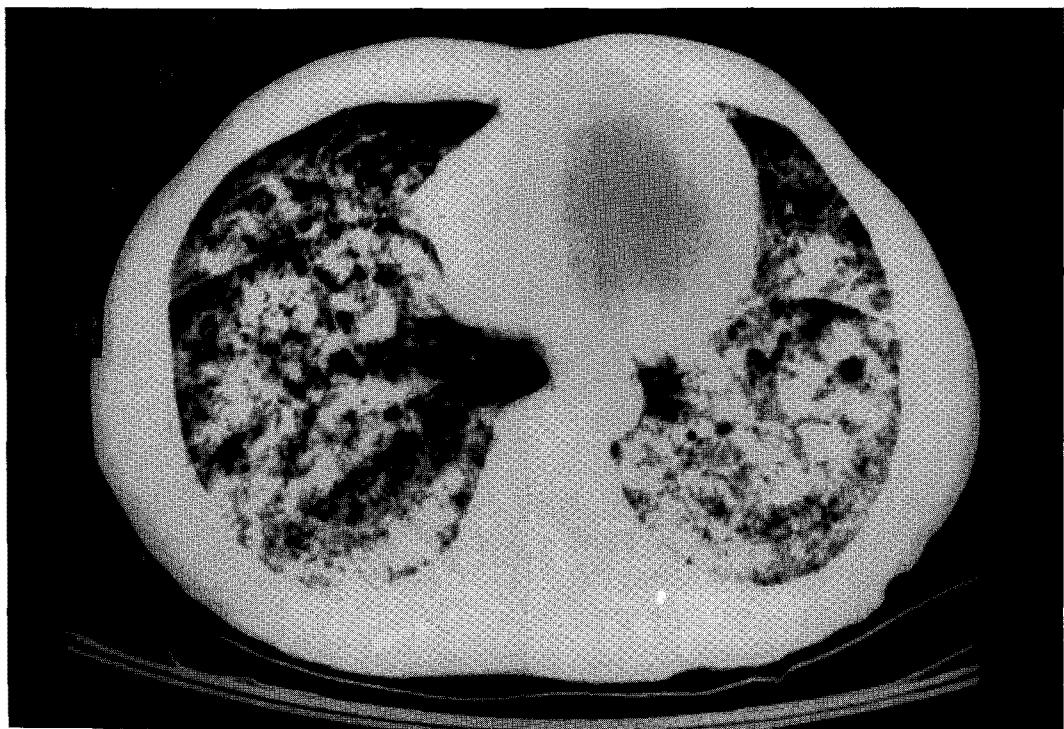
HRCT of middle and lower Lung field : Diffuse bilateral alveolar consolidation on admission.
